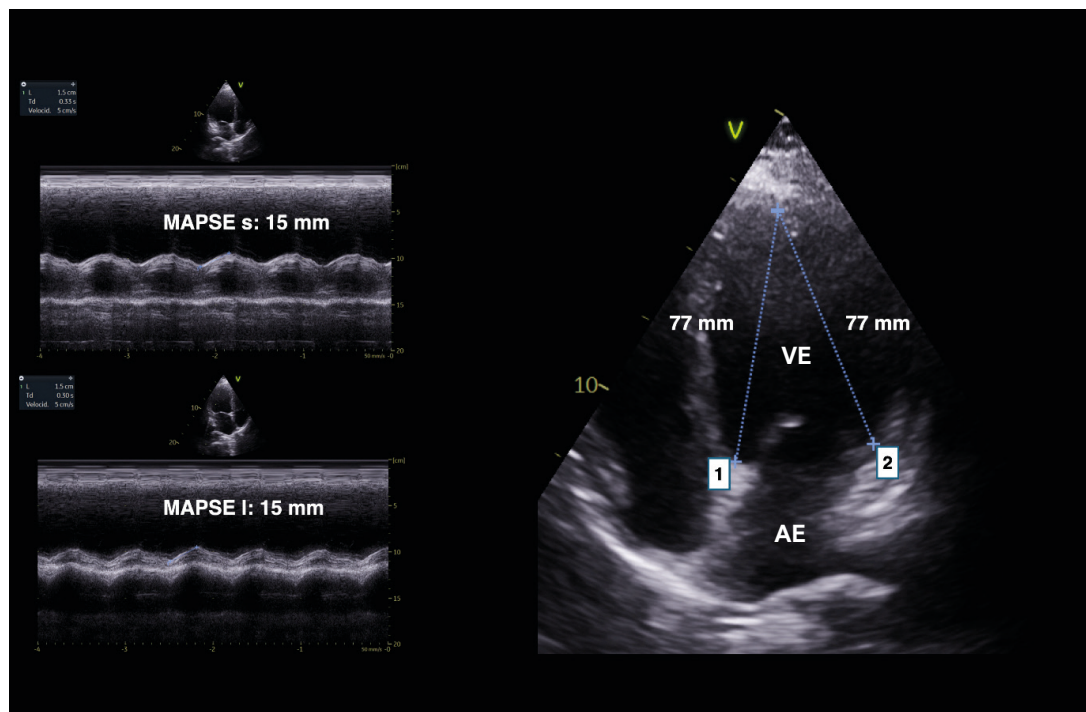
Demonstração dos locais onde deve ser colocado o cursor nos anéis mitrais septal (1) e lateral (2) na janela apical 4 câmaras. À esquerda, observa-se a medida ecocardiográfica no modo M (acima, MAPSE septal; abaixo, MAPSE lateral). MAPSE: excursão sistólica do plano anular mitral. Fonte: os autores.
